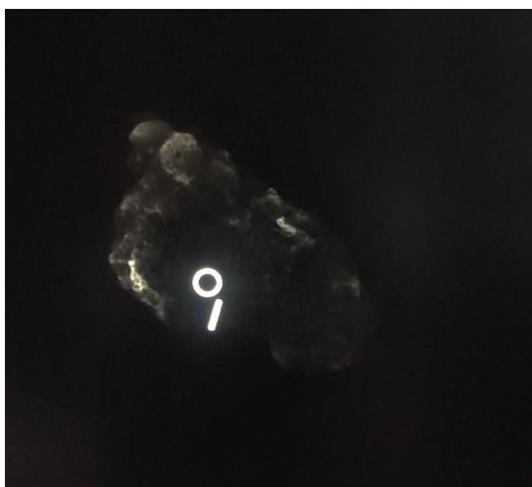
Localización axilar con semilla. Radiografía de tórax, donde se evidencian 2 ganglios axilares marcados por sendos clips antes de la terapia sistémica y ahora, por sendas semillas magnéticas antes de la cirugía.
